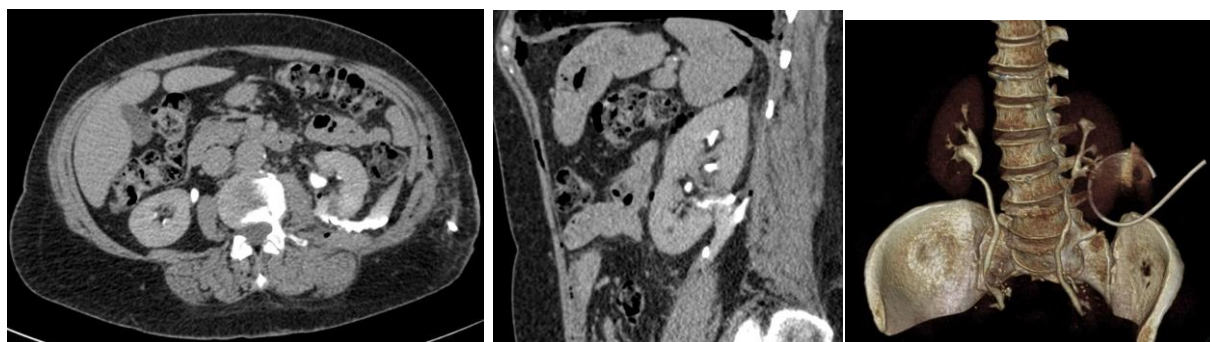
Мочевой затек на 2-е сутки после операции по данным КТ с в/в контрастированием и отсроченным сканированием и реконструкция перкутанного дренирования (дренаж в полости затека)
